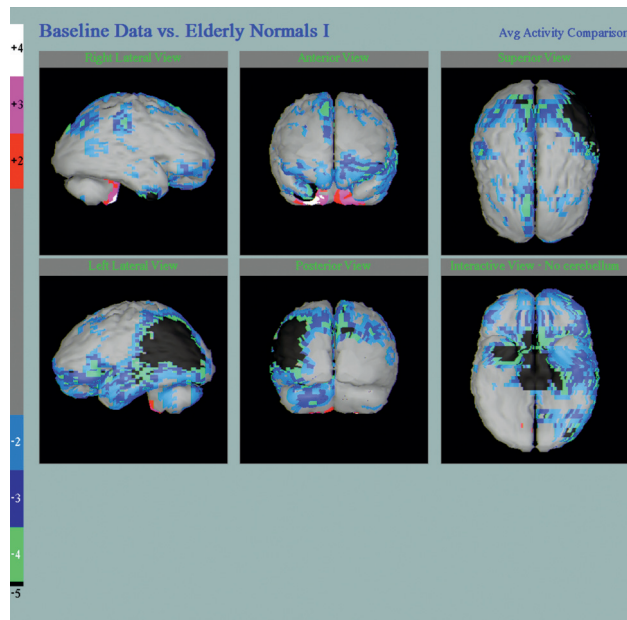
NeuroSPECT de paciente de 80 años que consulta por sintomatología de pre infarto cerebral en territorio de ramas posteriores de arteria cerebral media izquierda con compromiso además de aspectos laterales de lóbulo temporal izquierdo y focos profundos en hemisferio derecho.
